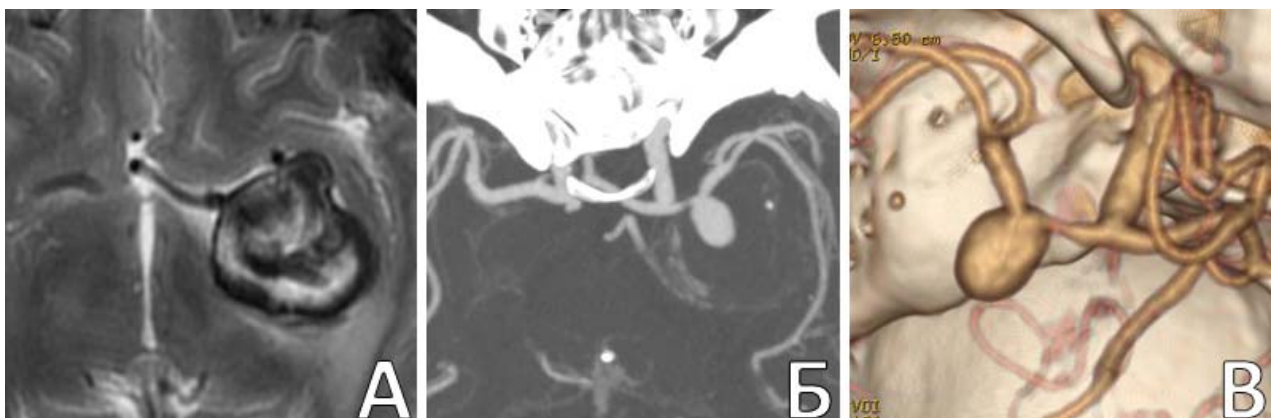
Гигантская ЧТА М1-сегмента СМА слева у пациентки К., 53 л. А. При МРТ головного мозга в режиме Т2 видна тромбированная часть аневризмы; Б. КТА в режиме МIP; В. КТА с 3D-реконструкцией: видна контрастируемая часть аневризмы
